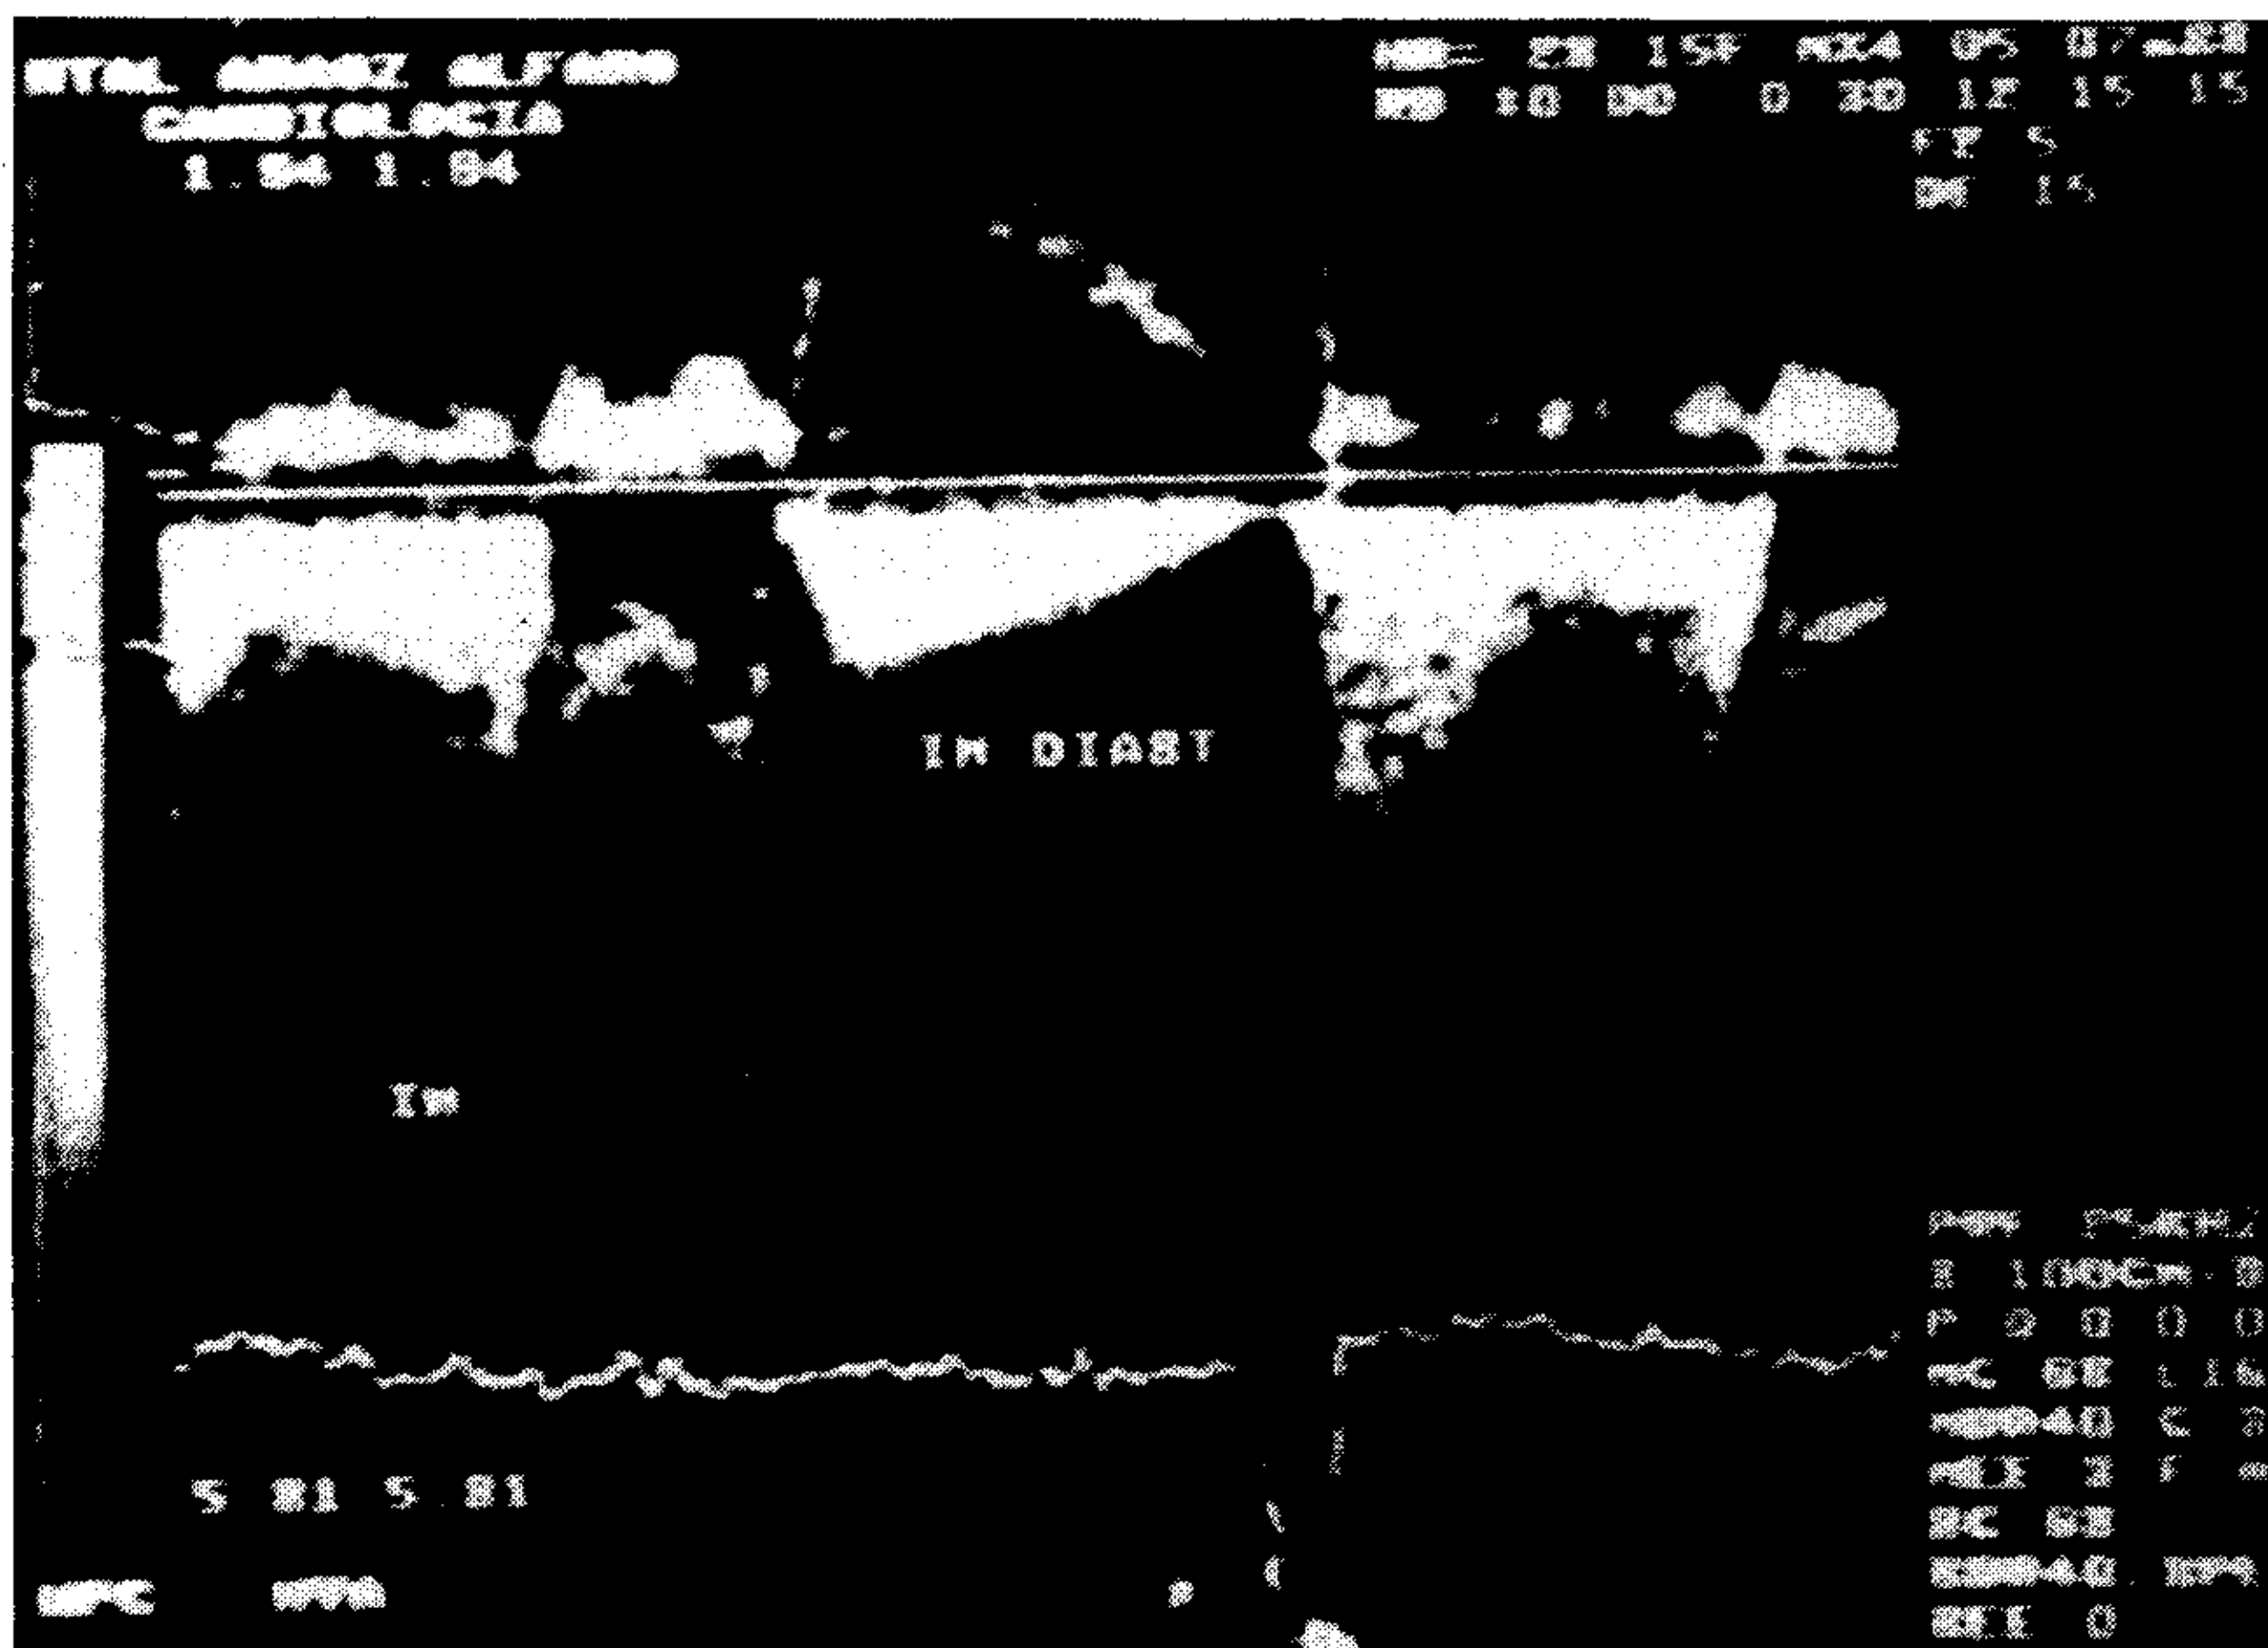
Insuficiencia mitral sistólica y diastólica detectadas por Doppler continuo.
